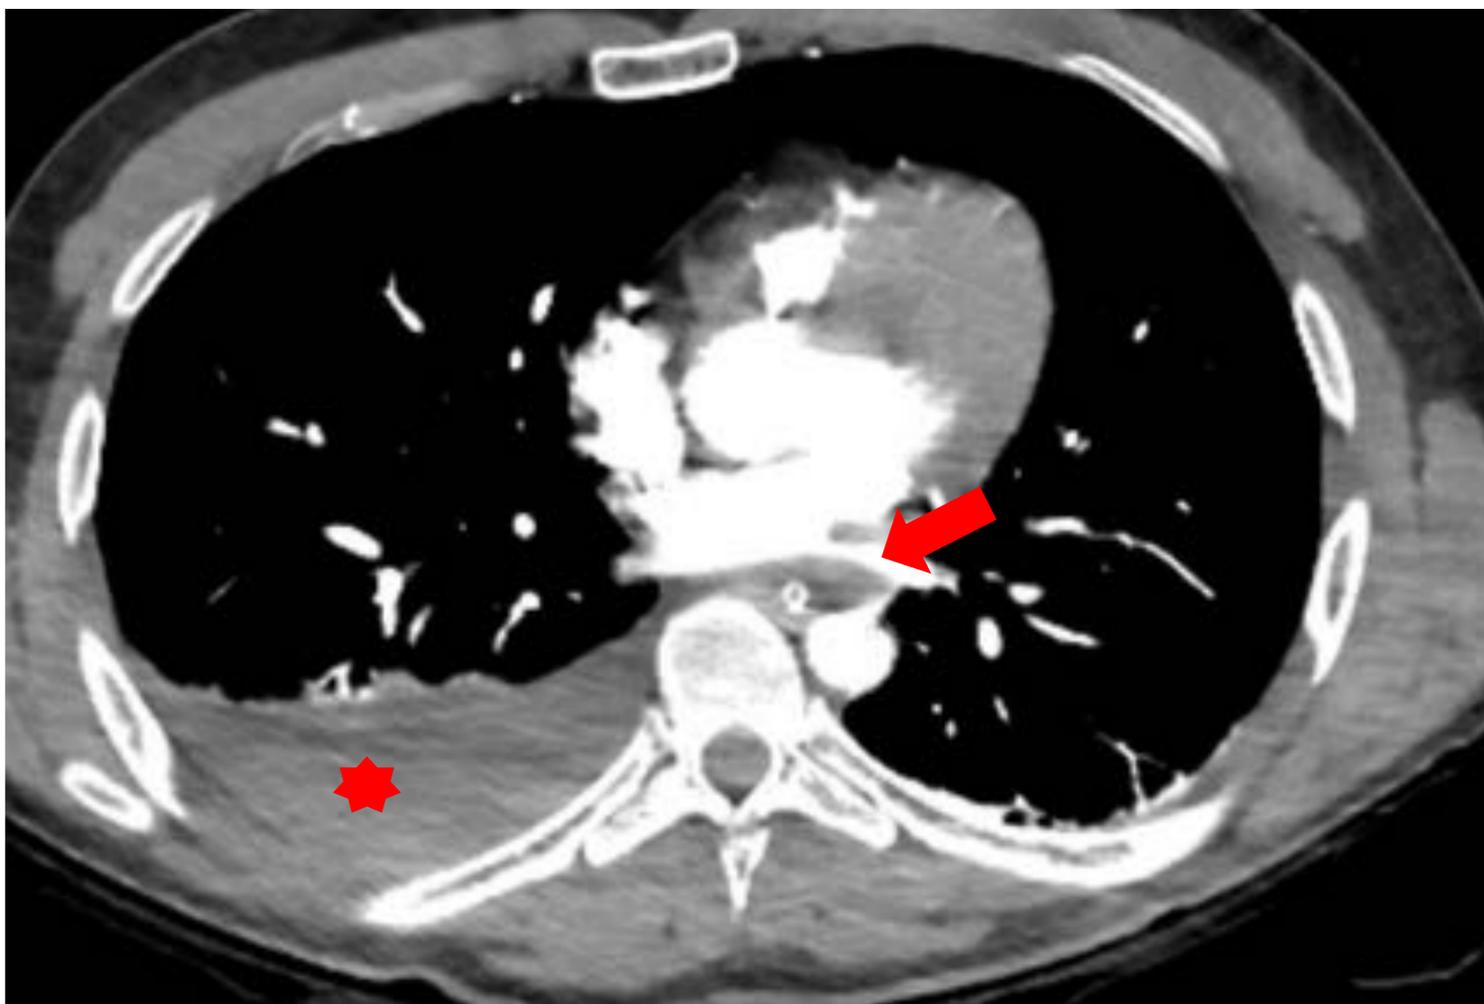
TC torácica. Hemotórax pleural derecho (asterísco). Sonda nasogástrica (flecha roja).
